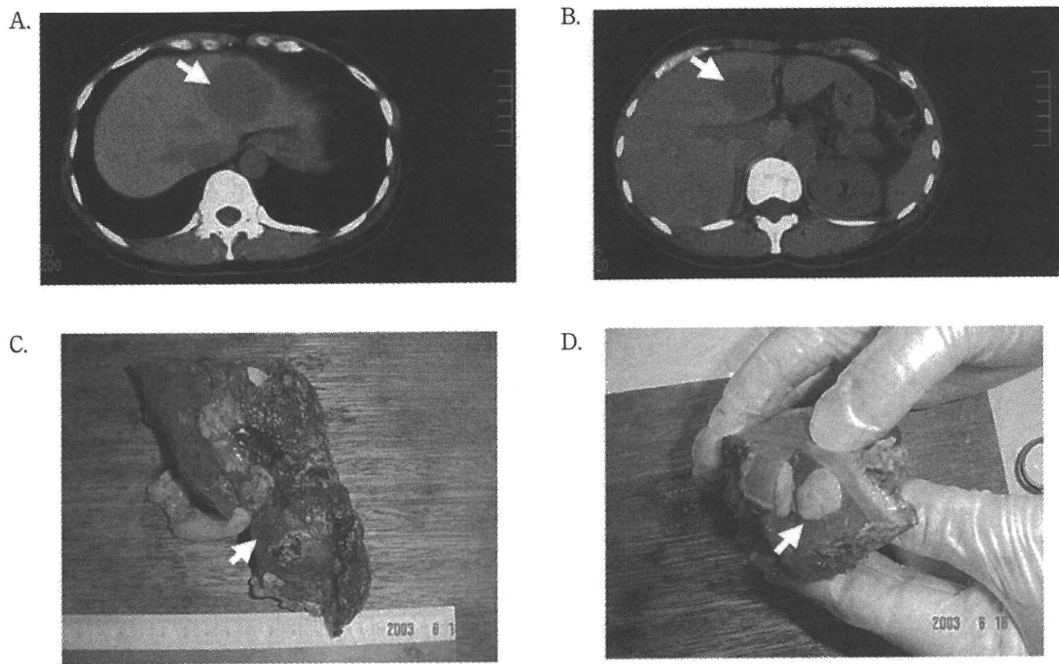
平成15年の腹部単純CT像 (A,B) と摘出肝左葉の肉眼像 (C,D)
